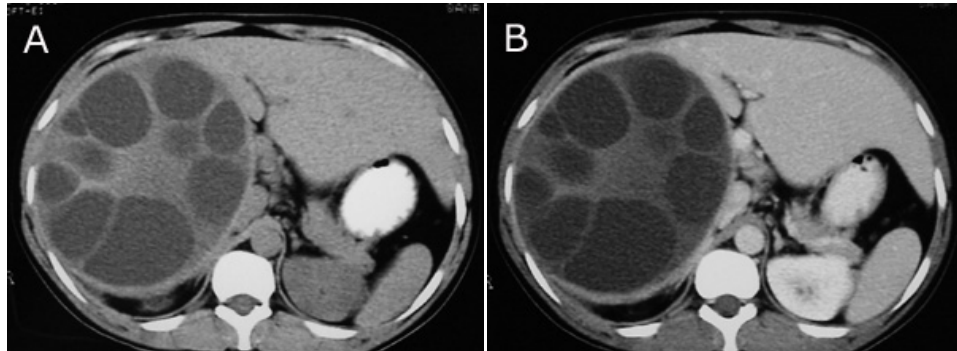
TAC de abdomen, cortes sin (A) y con (B) contraste intravenoso.
